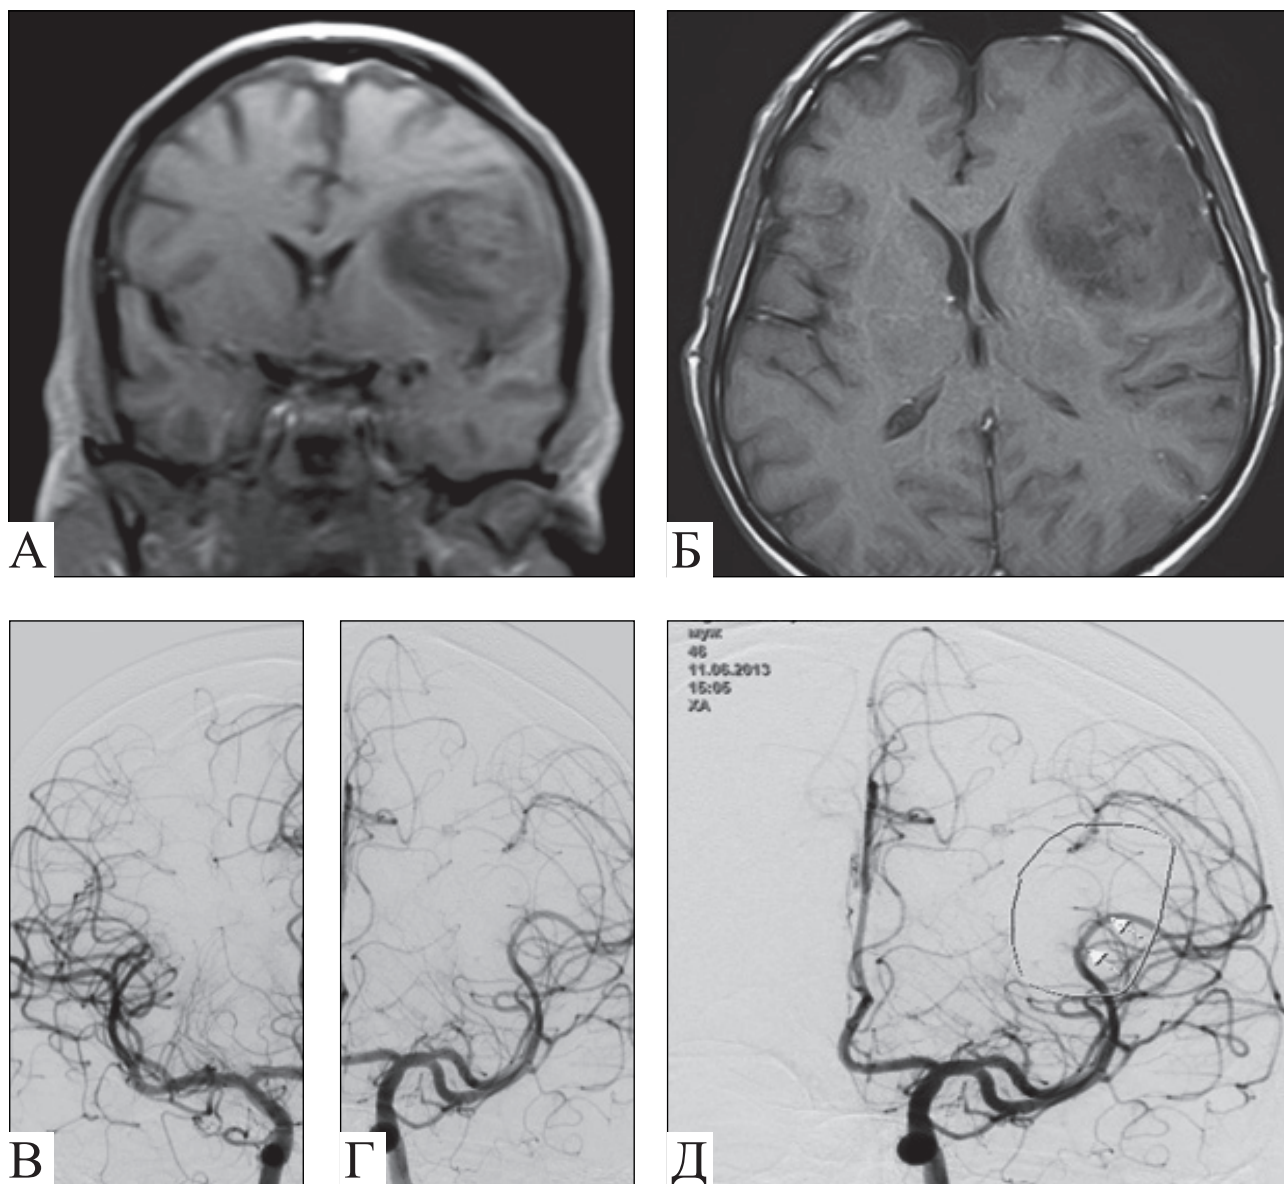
Пацієнт О.: А — МРТ-візуалізація олигодендрогліоми тім'яно-скронево-задньолобної ділянки великої півкулі у фронтальній проекції; Б — у сагітальній проекції; В — церебральна ангіографія ВСА здорової півкулі; Г — церебральна ангіографія ВСА ураженої півкулі; Д — церебральна ангіографія ВСА (візуалізація зміщення гілок середньої мозкової артерії в напрямку до центру пухлини)
